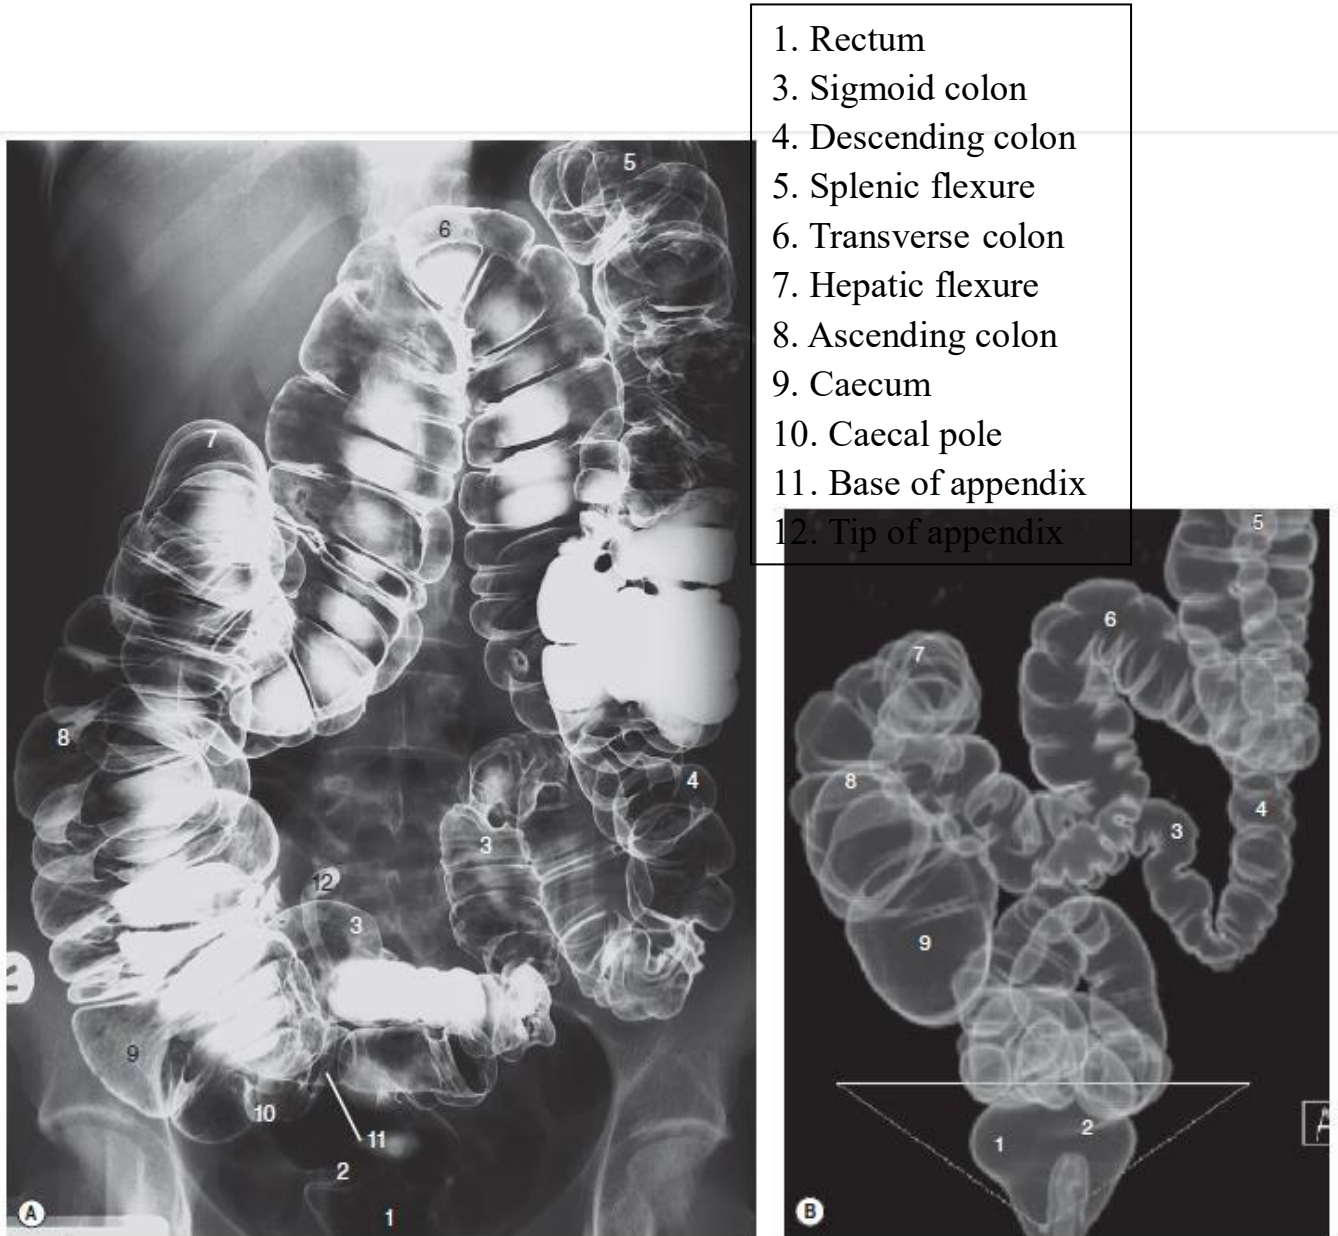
• (A) Barium study of the colon. (B) Reformatted CT colonogram (courtesy of Siemens Ireland).
